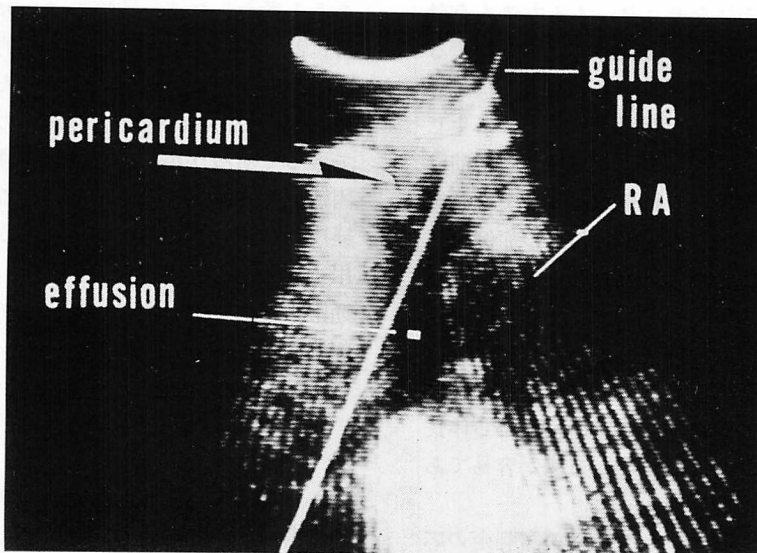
Echocardiographic image of the effusion monitored with the linear sector scanner (Case 5).
